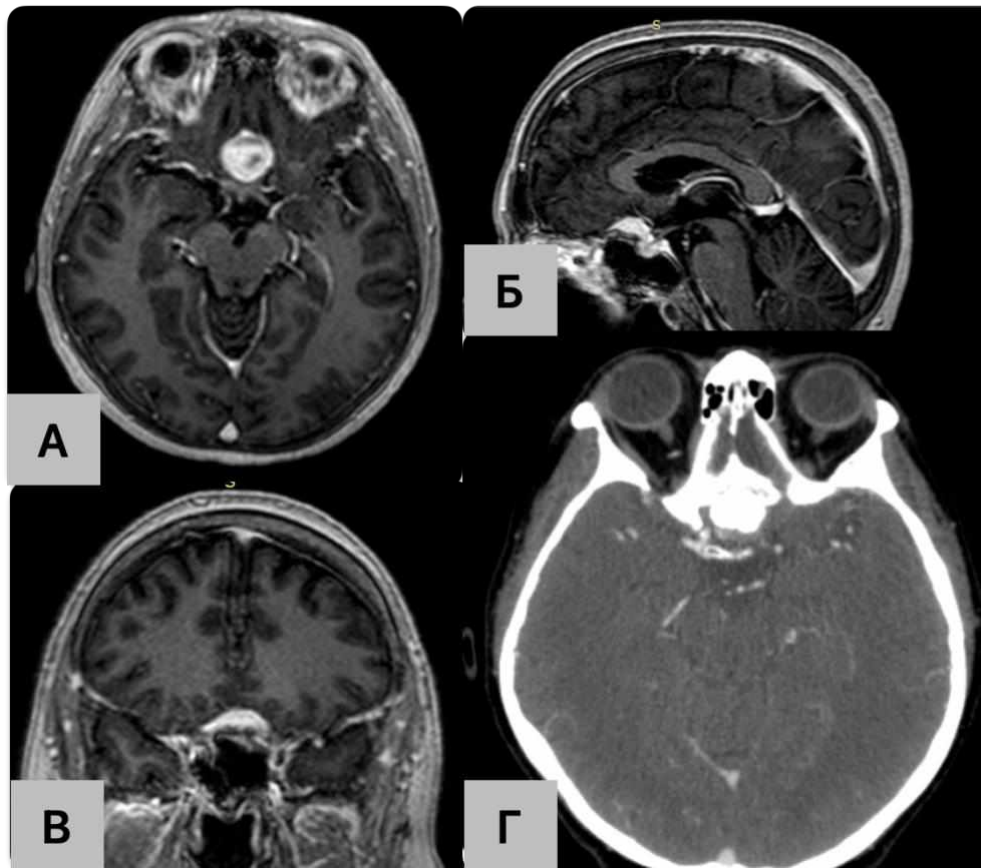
П-ка Т-к, 62 р, доопераційні МРТ. А – аксіальна проекція в режимі Т1 з внутрішньовенним підсиленням, Б – сагітальна проекція в режимі Т1 з внутрішньовенним підсиленням, В – фронтальна проекція в режимі Т1 з внутрішньовенним підсиленням та МСКТ-АГ зображення, Г – артеріальна фаза, аксіальна проекція МСКТ-АГ.
